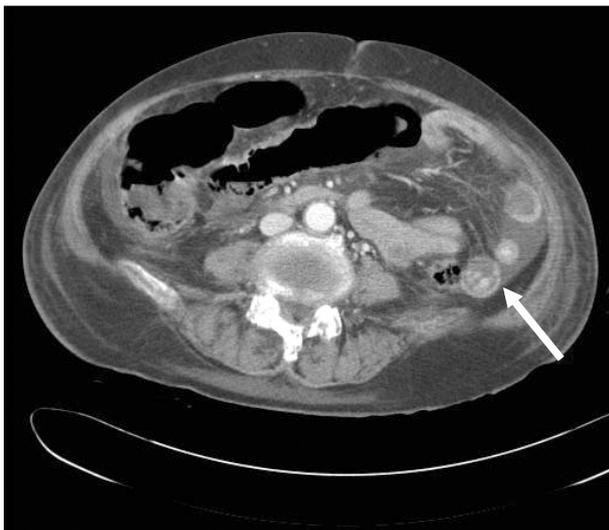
Contrast-enhanced computed tomography of the abdomen demonstrated multiple round nodular lesions in small bowels seems to be drug. There are large amount of ascites in abdomen and pelvic cavity.
